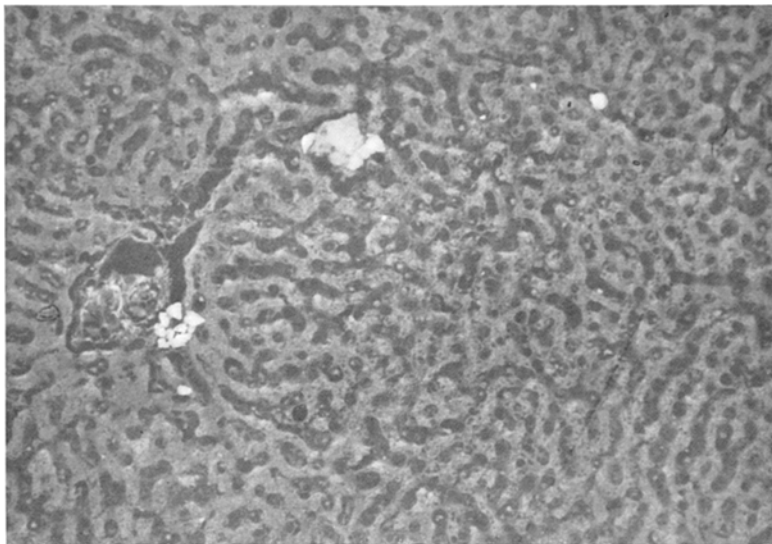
Thalliumeinlagerungen in der Leber, Historöntgenogramm.
